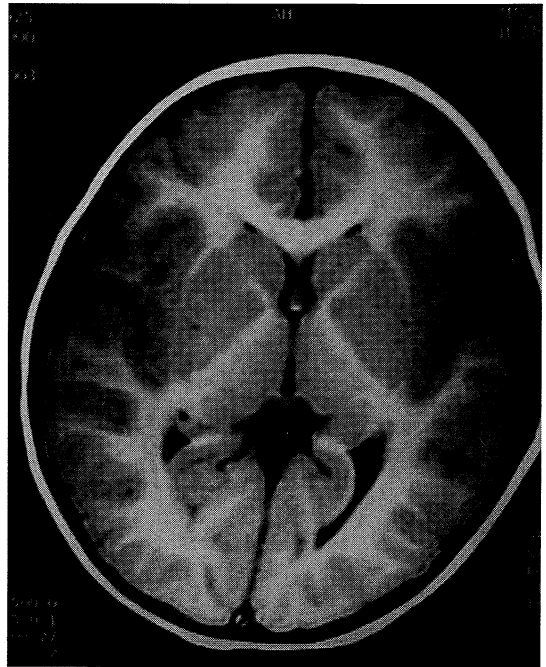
두 번째 입원 후의 MRI 소견.
